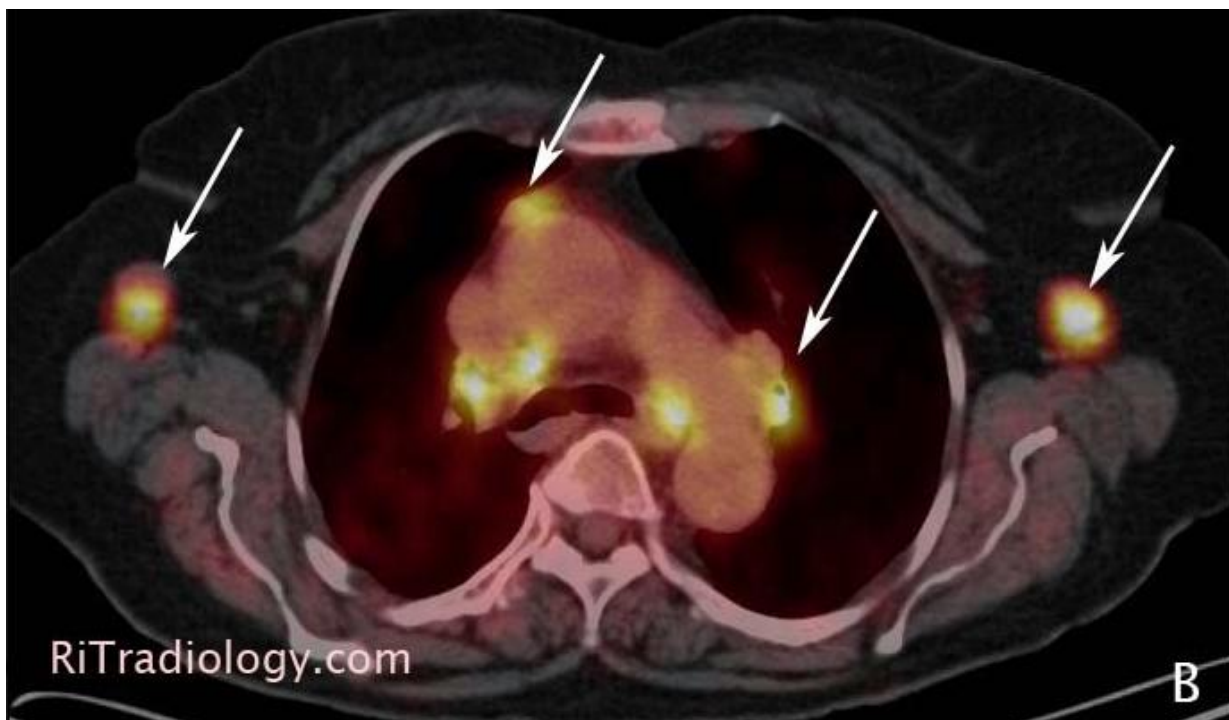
Imagem fisiológica de PET/CT, mostrando múltiplos nódulos linfáticos
